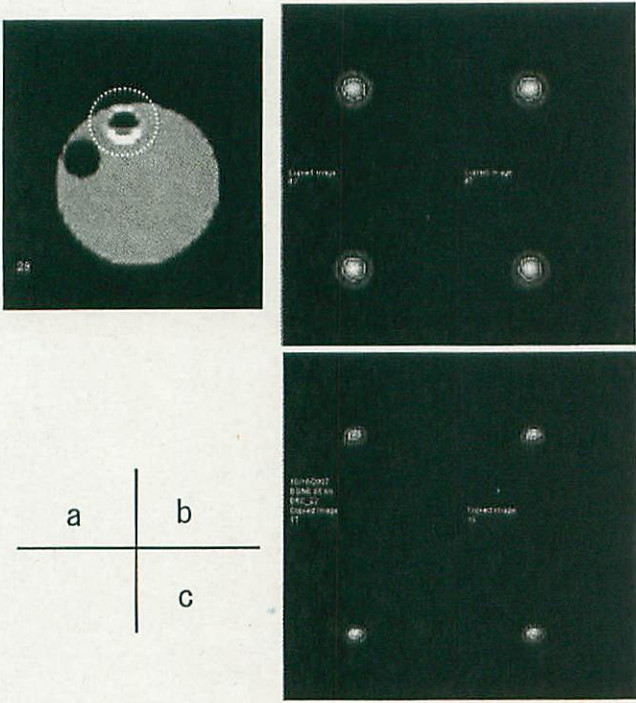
I-123 溶液封入バイアルの X 線 CT および SPECT 画像
